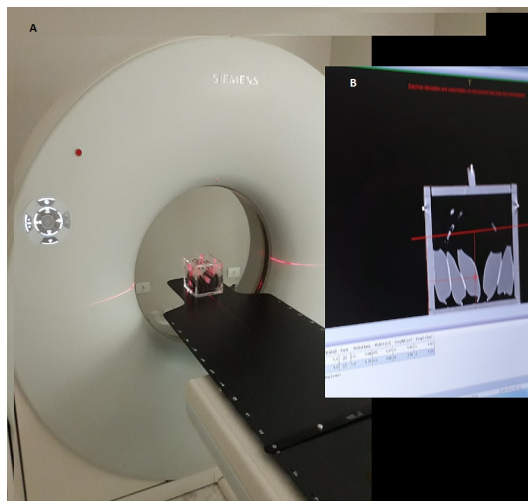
Planejamento na tomografia computadorizada - Na figura (A) mostra a realização da tomografia para obtenção da imagem e em (B) a imagem obtida.
